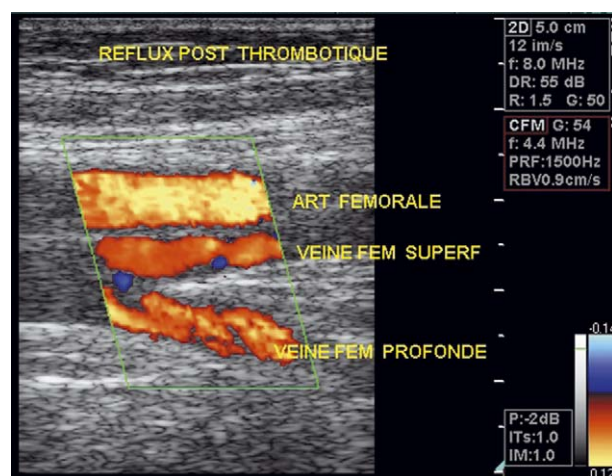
Échodoppler veineux (EDV) couleur dans un syndrome post-thrombotique (SPT) : reflux dans la veine fémorale (superficielle) et dans la veine fémorale profonde.
